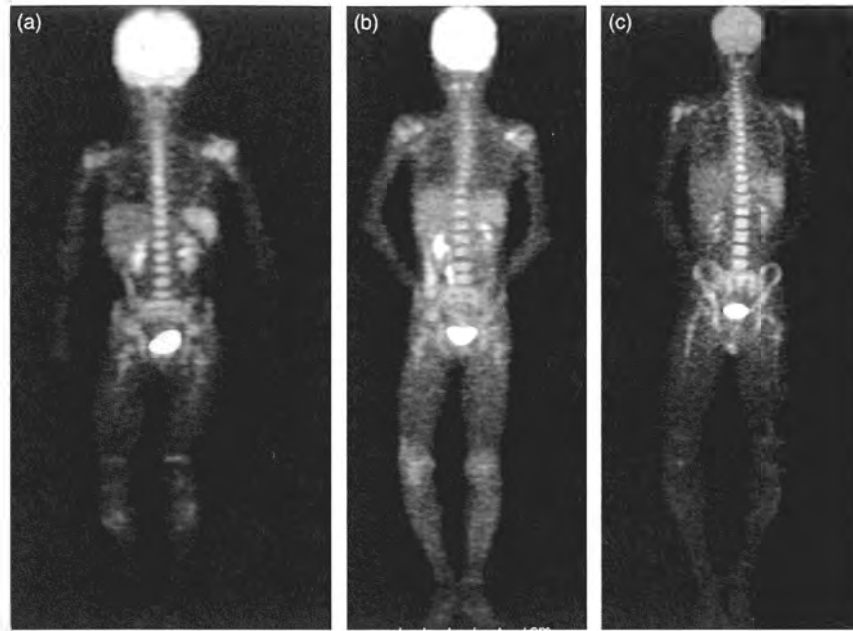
FDG accumulation in s-JIA (type I). (a) Accumulation is observed at the bilateral shoulders, in the vertebrae, pelvis, spleen, and bilateral knees. Accumulation is centered on the head of the humerus at the shoulder and the proximal tibial bone at the knee. (b) Accumulation is observed at the bilateral shoulders, in the vertebrae, pelvis, spleen, and bilateral knees. (c) Marked accumulation at the bilateral shoulders, in the vertebrae, pelvis, and spleen. Accumulation is also observed in the knee. At the shoulder and in the knee, accumulation is observed not in the joint but at the epiphysis (bone marrow tissue). In the pelvis, accumulation is marked at the ala of the ilium that contained red bone marrow.
